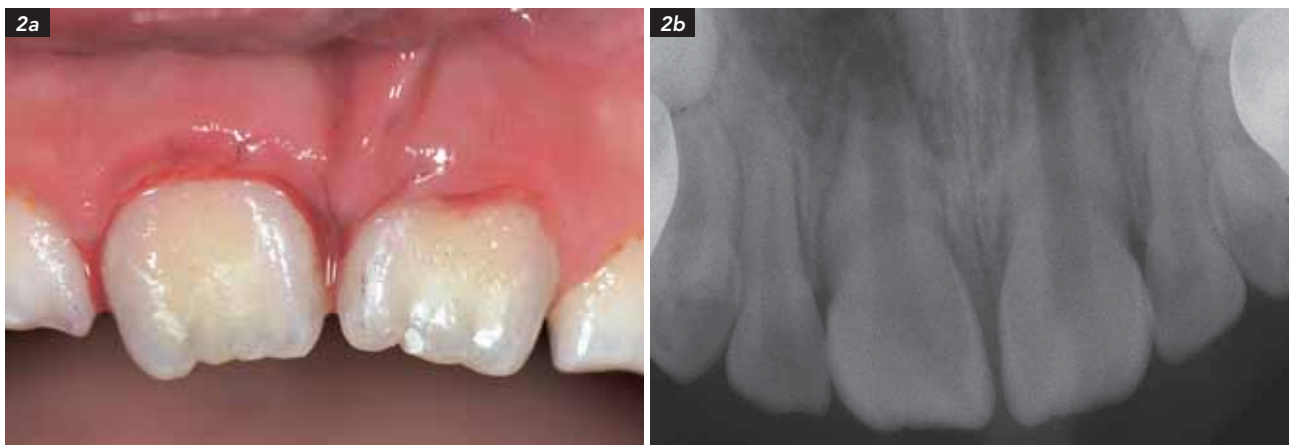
Subluxation 11 und 21 nach Velosturz bei einem 8-jährigen Mädchen: (2a) beide zentralen Schneidezähne weisen Sulkusblutungen und eine erhöhte Beweglichkeit auf (Grad II); die Zähne sind jedoch nicht disloziert; (2b) das Röntgenbild zeigt achsengerecht stehende und nicht dislozierte zentrale Inzisiven mit noch offenem Apex.
